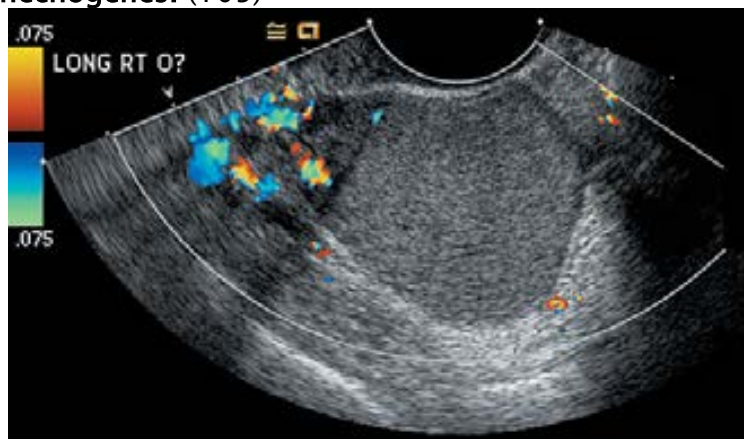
Endométriose. L'échographie endovaginale montrant l'aspect en verre dépoli d'un endométriose ovarien droit de 5 cm, avec un faible écoulement dans la masse mais un écoulement normal vers l'ovaire. Les zones rouge, jaune et orange indiquent le flux sanguin vers le transducteur, et les zones bleues et vertes indiquent que le sang s'écoule loin du transducteur. (108)
